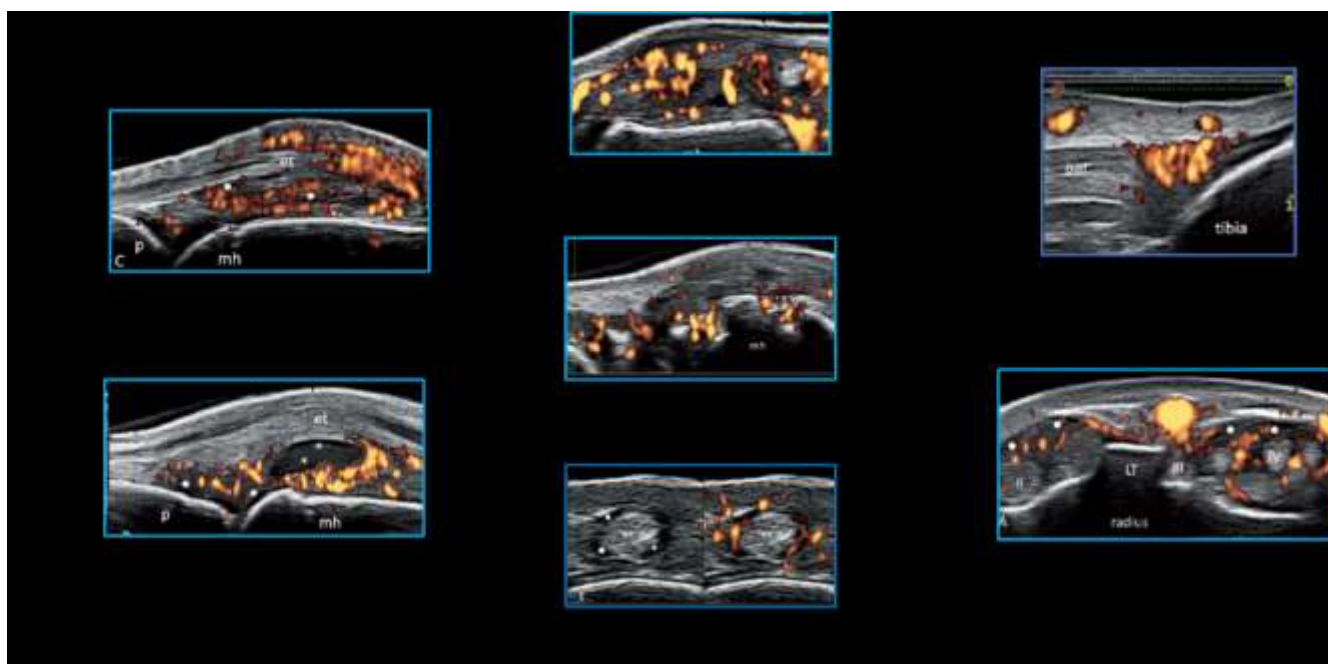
Questo mosaico di immagini mostra i principali pattern ecografici riscontrati in pazienti con LES ed impegno muscoloscheletrico: 1) sinovite erosiva e proliferativa (“RA-like”); 2) sinovite associata ad artropatia non deformante - non erosiva con prevalente ipertrofia sinoviale; 3) sinovite associata ad artropatia non deformante - non erosiva con prevalente versamento articolare; 4) sinovite associata ad artropatia deformante con “erosioni atipiche” (artropatia di Jaccoud); 5) entesite con/senza tendinopatia prossimale dei tendini privi di guaina sinoviale; 6) tendinopatia o peritendinopatia con/senza entesite dei tendini privi di guaina sinoviale (“AP-like”); 7) tenosinovite con o senza artrite.
